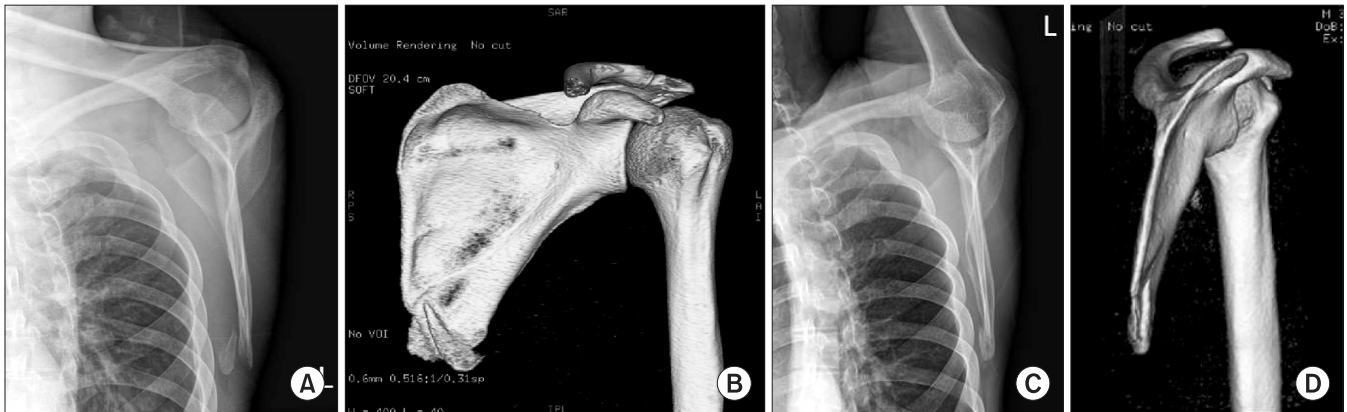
(A, B) Scapula lateral view and image of 3-dimensional-computed tomography show the inferior border fracture of the scapula and anterolateral displacement of the bony fragment. (C, D) At postoperative three months, lateral radiograph and image of 3-dimensional-computed tomography of the left scapula confirm good alignment of the inferior angle of the scapula.
